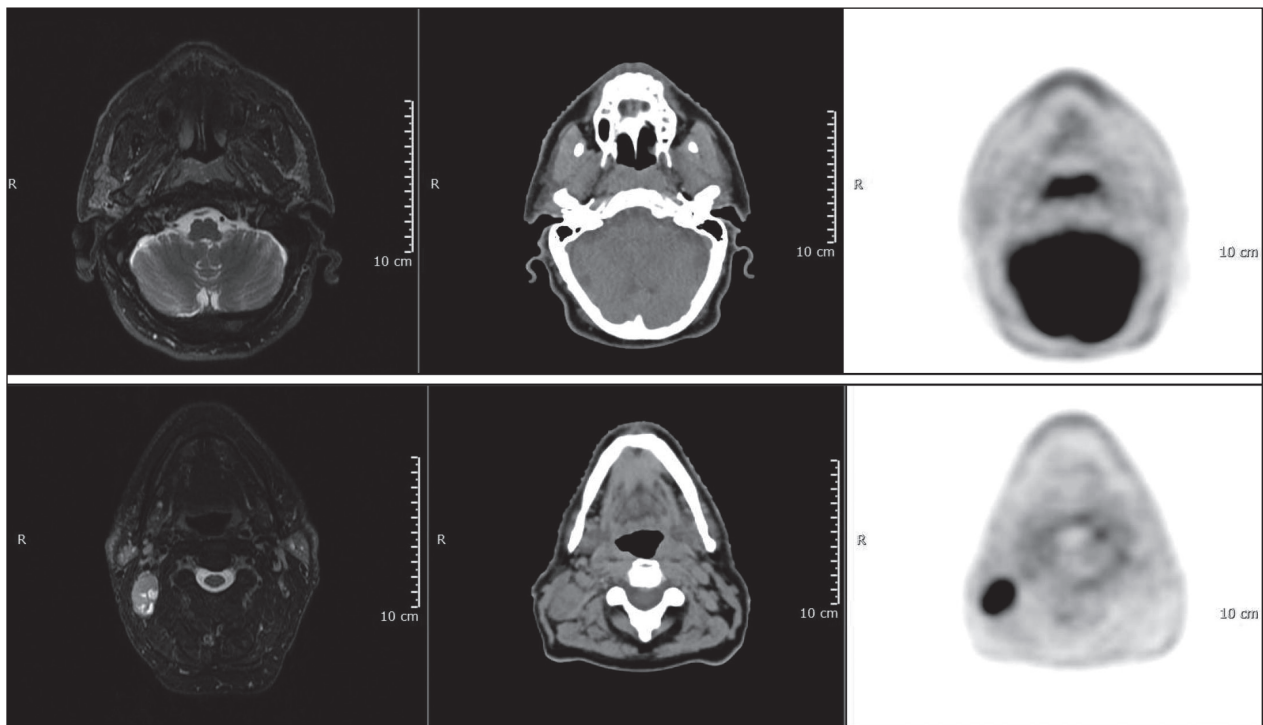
Carcinoma de cavum con afectación regional en imágenes de RM, CT y 18F-FDG PET. La combinación de las tres pruebas de imagen permite una adecuada estadificación regional y a distancia. Además, utilizar el PET-CT como simulación del tratamiento radioterápico nos permitirá un más preciso contorneo de los distintos volúmenes diana.
